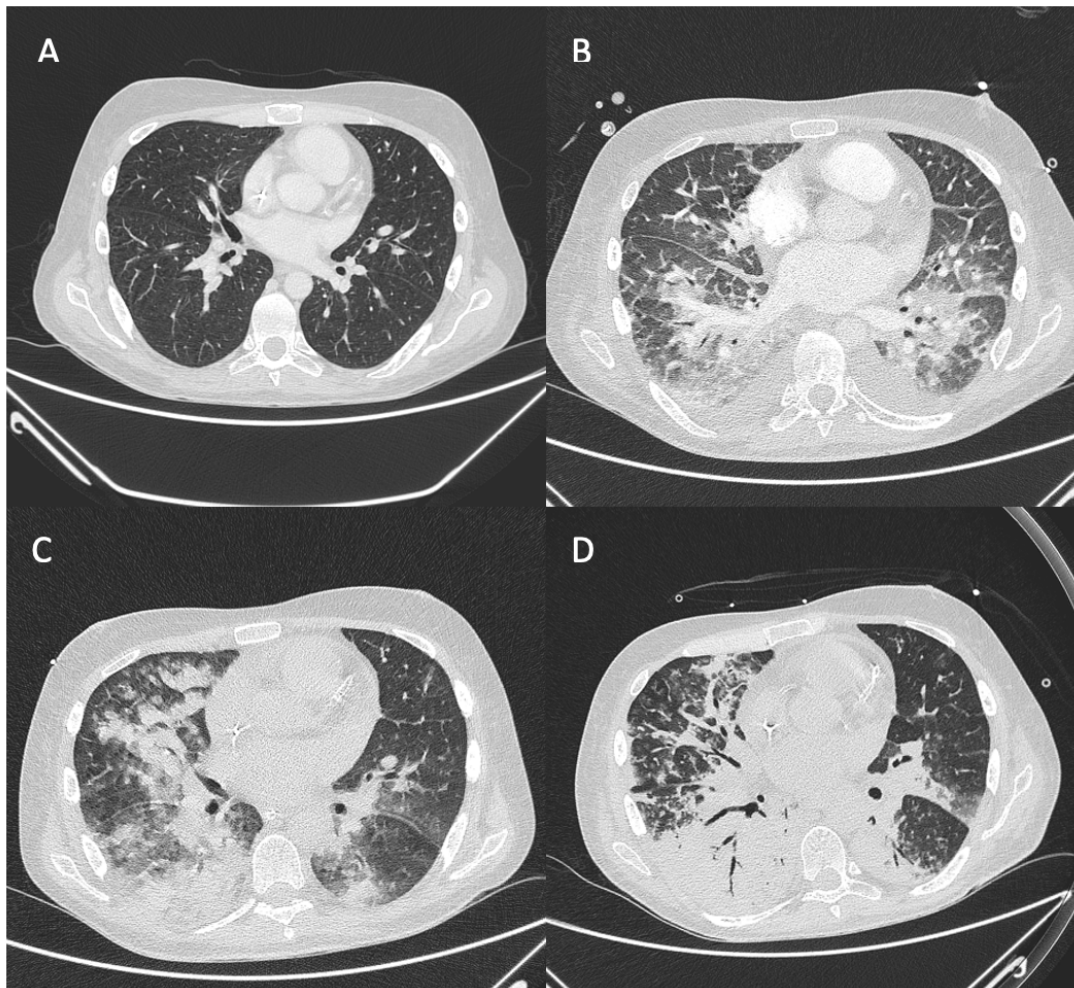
Evolução das TC-TAP obtidas durante o internamento.
